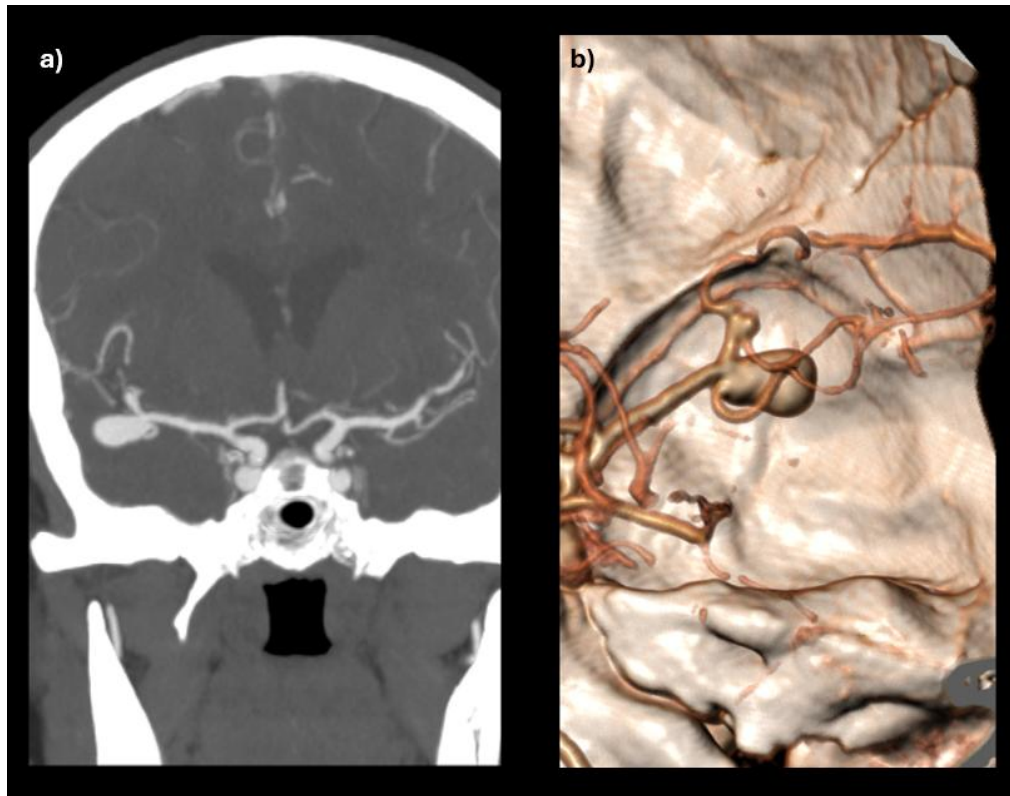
Esempio di aneurisma dell'arteria cerebrale media evidenziato mediante angio-TC: a sinistra ricostruzione multiplanare, a destra ricostruzione tridimensionale ottenuta con software dedicato
